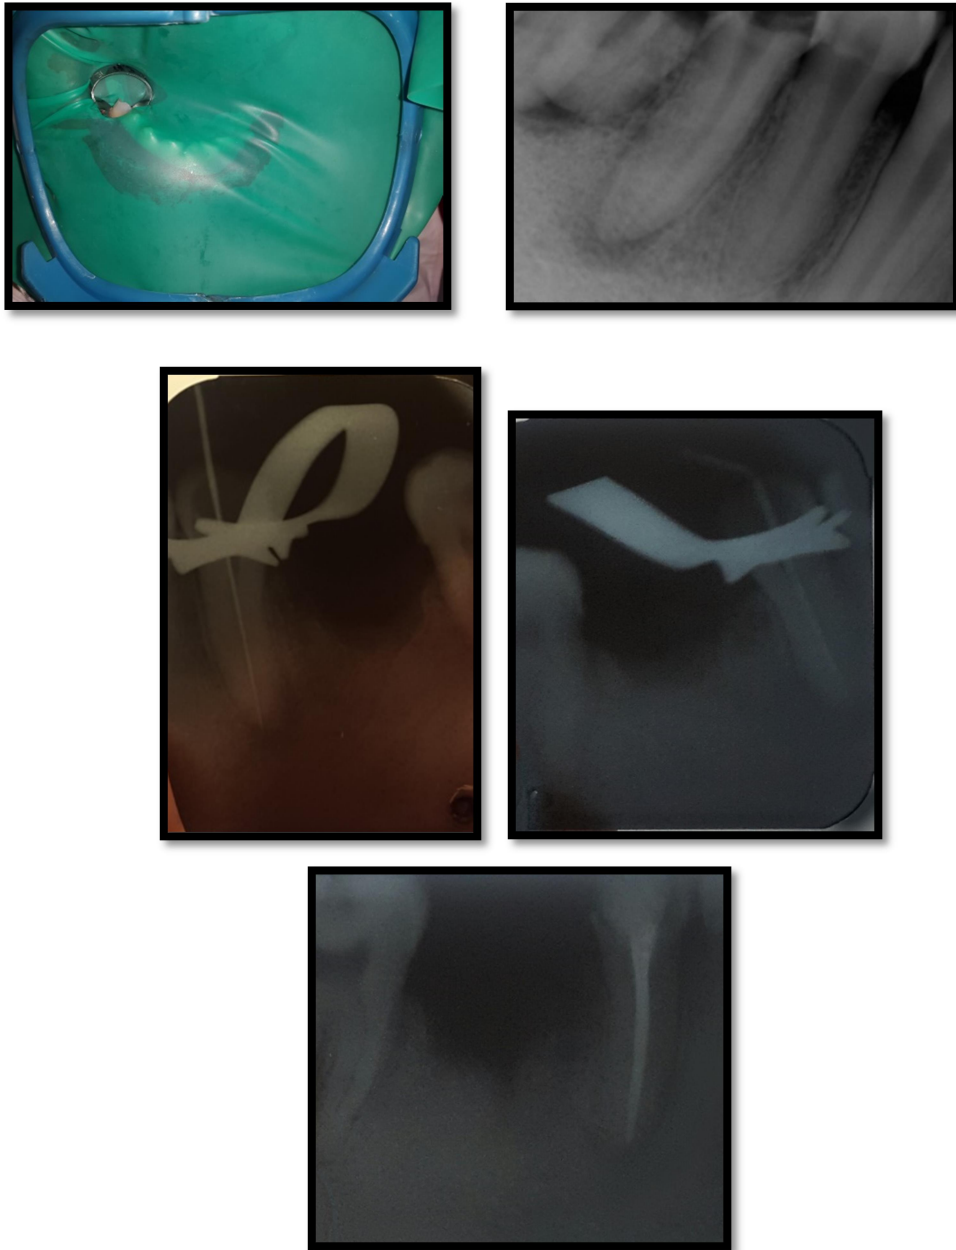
Aislamiento, Radiografía periapical inicial, conductometría y obturación de pieza dental 4.5
